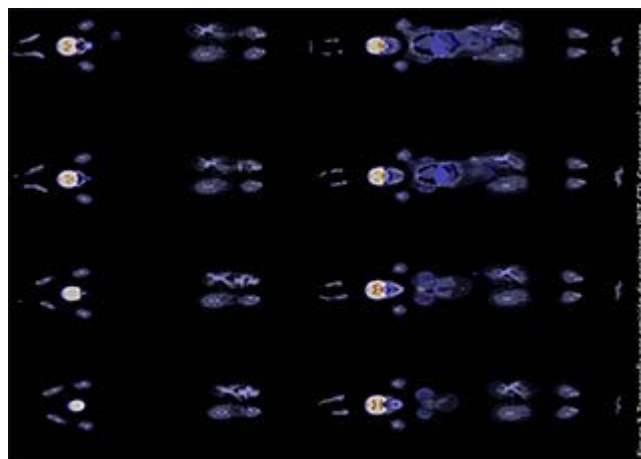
Tomografía por emisión de positrones (PET-CT). Corte coronal postratamiento.
